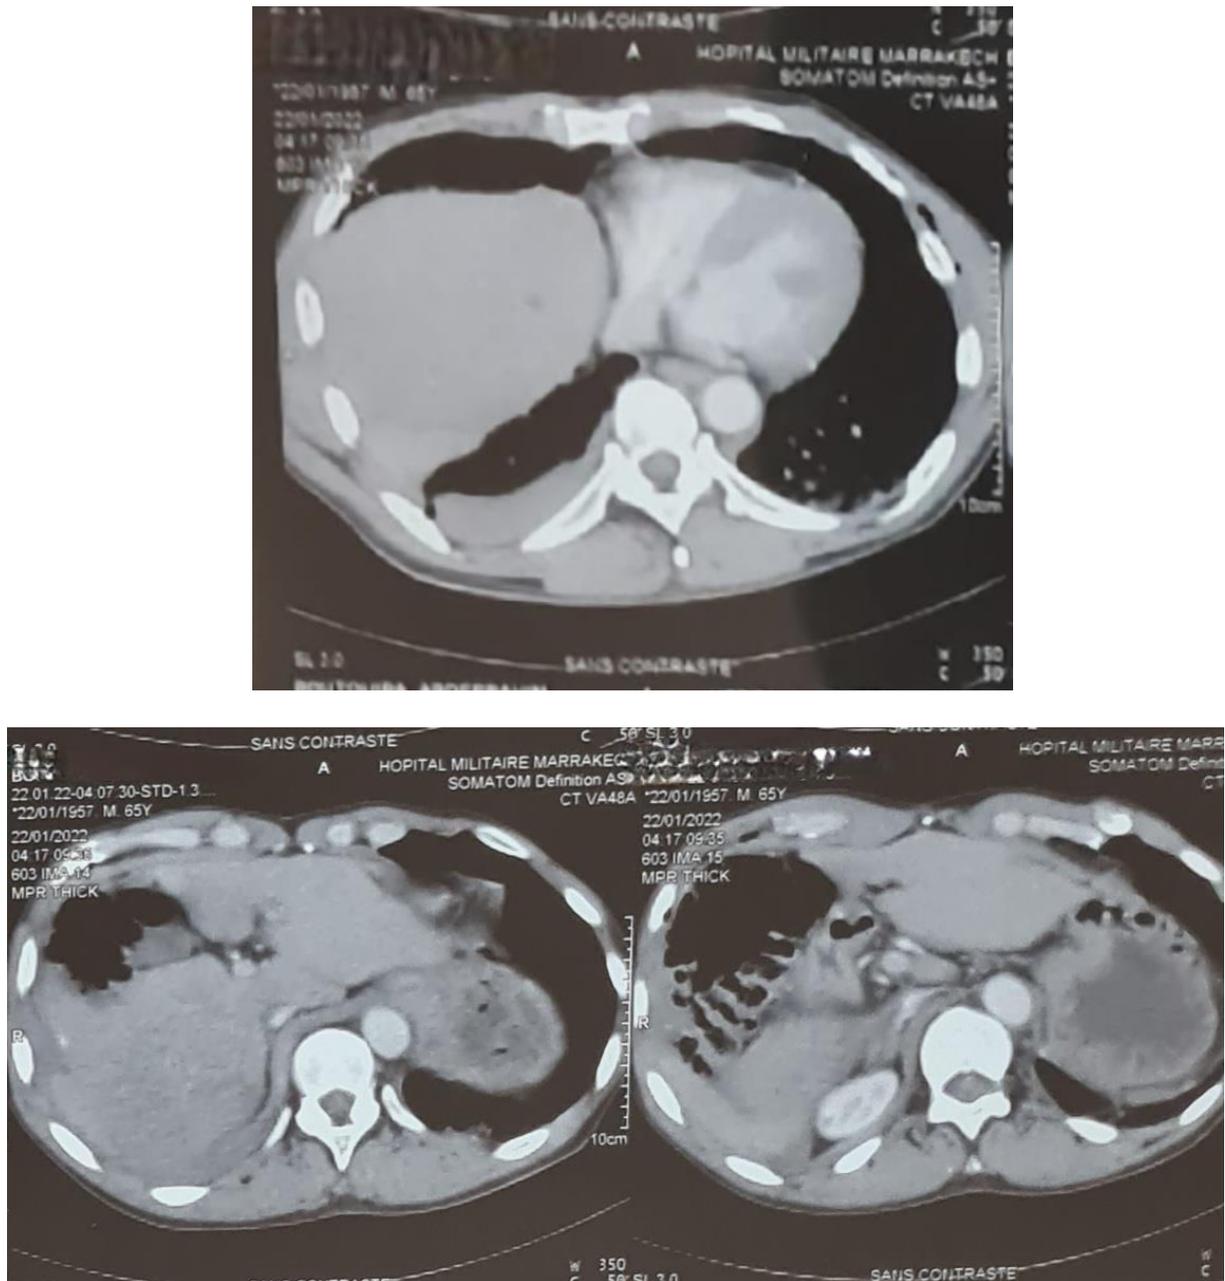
TDM thoracique coupe axiale : rupture diaphragmatique droite avec hernie du foie et du colon droit au niveau de l'hémithorax droit + déviation médiastinale controlatérale.
